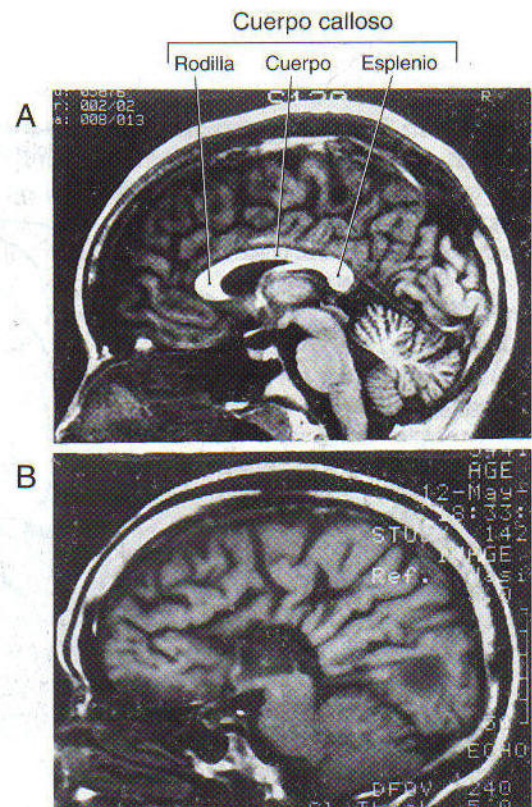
Resonancia magnética en el plano sagital de un adulto normal (A) y de otro con una agenesia del cuerpo calloso (B). La comparación entre B y A revela la ausencia del cuerpo calloso, circunvoluciones aberrantes en la superficie medial del hemisferio y otros defectos estructurales.
